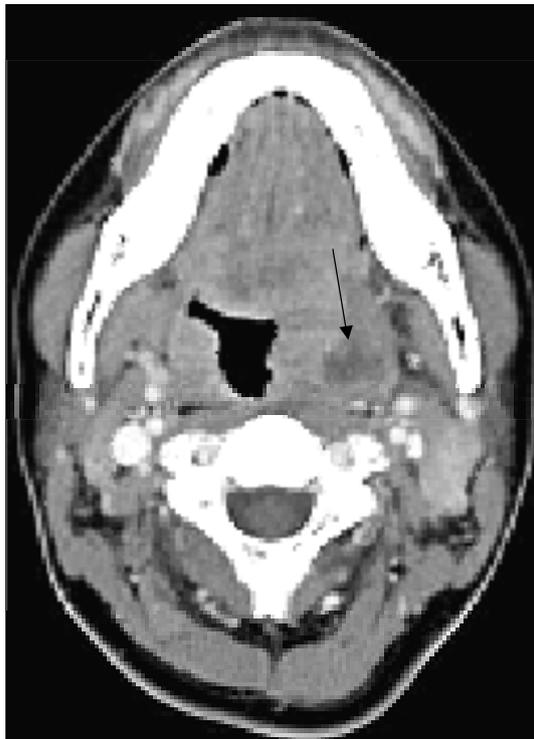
CT scan demonstrates large area of low attenuation in region of left inferior pole consistent with abscess in peritonsillar space.
